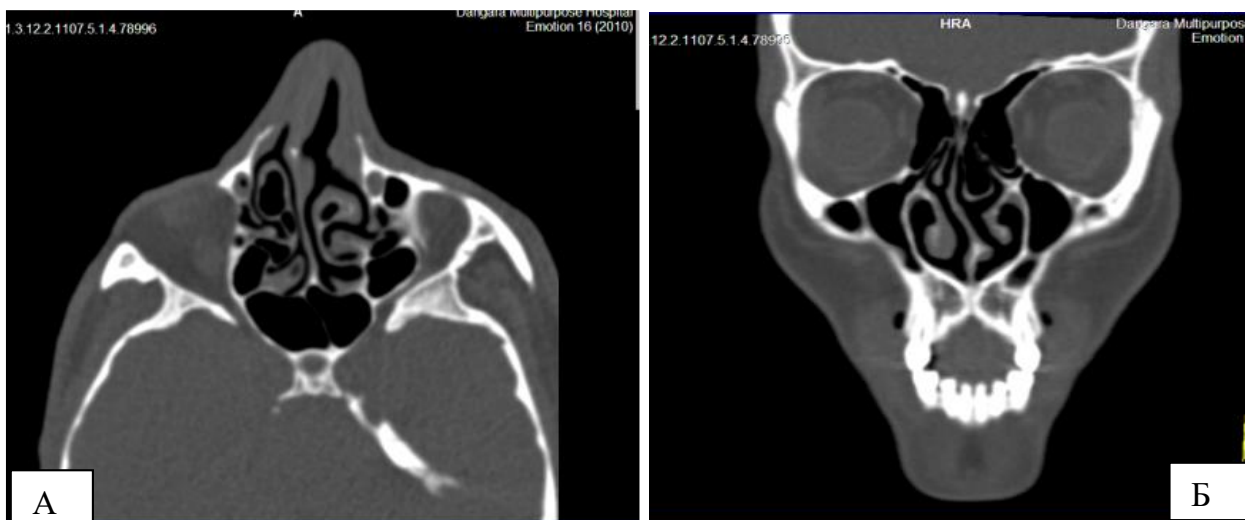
КТ-снимок 1. Срез аксиальный: С-образное смещение ПН вправо (а); S-образное смещение ПН (б)
